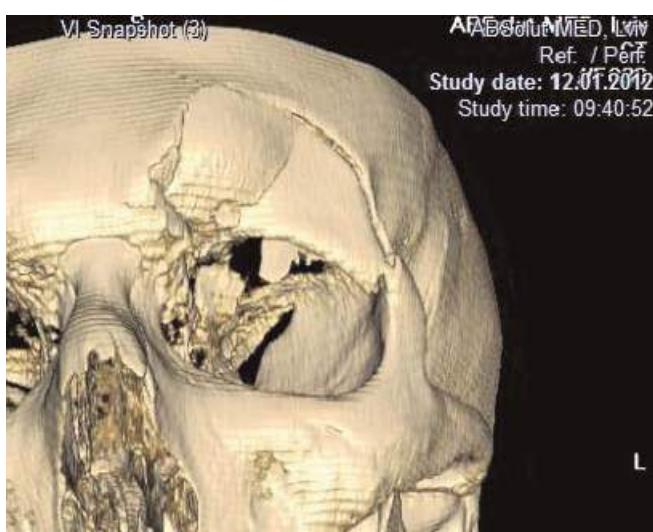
Фрагмент комп'ютерної томографії хворого Р. під час шпиталізації.
